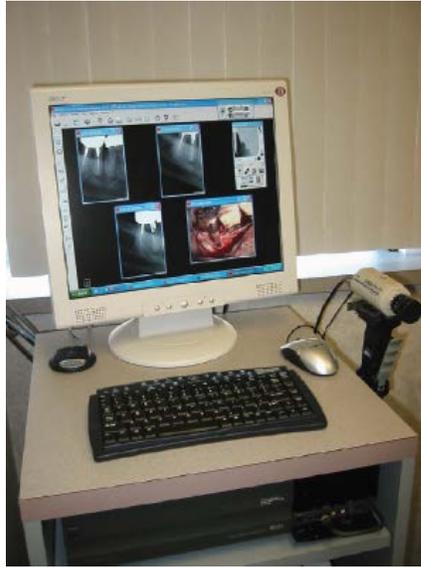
Radiografía digital e imagen clínica en pantalla LCD. Tomado de Rubinstein R. Magnification and illumination in apical surgery. Endod Topics 2005;
